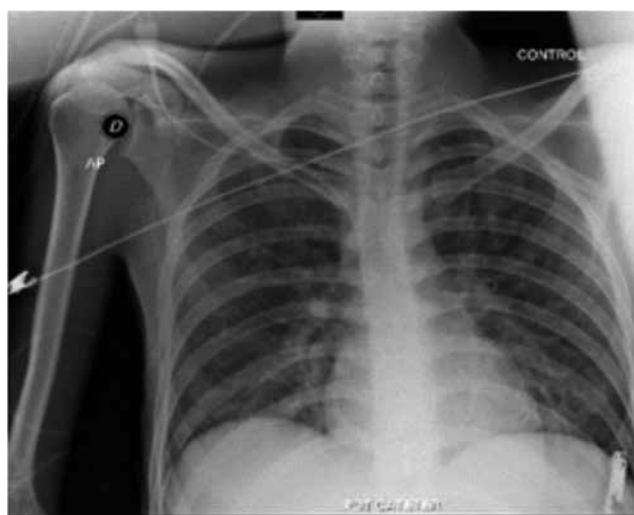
Radiografía de tórax en proyección PA, que evidencia infiltrados intersticiales bilaterales.
